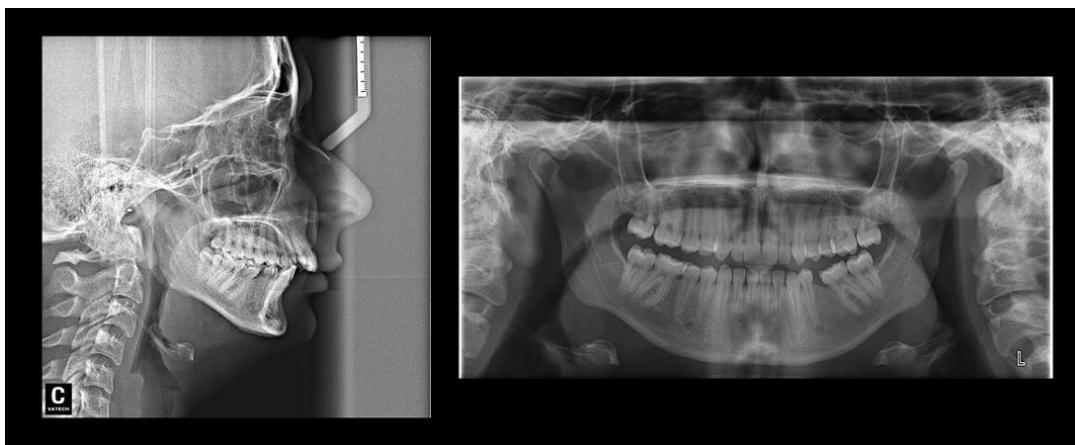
Pretreatment radiographs of the patient.
